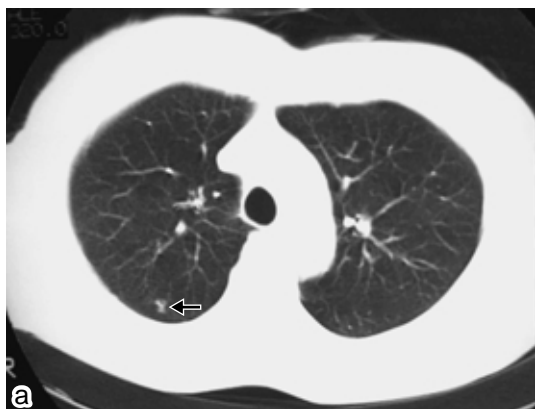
a 初診時の胸部CT 肺野条件 . 右上葉 S2 に径 3 mm の小結節影 を認める .
